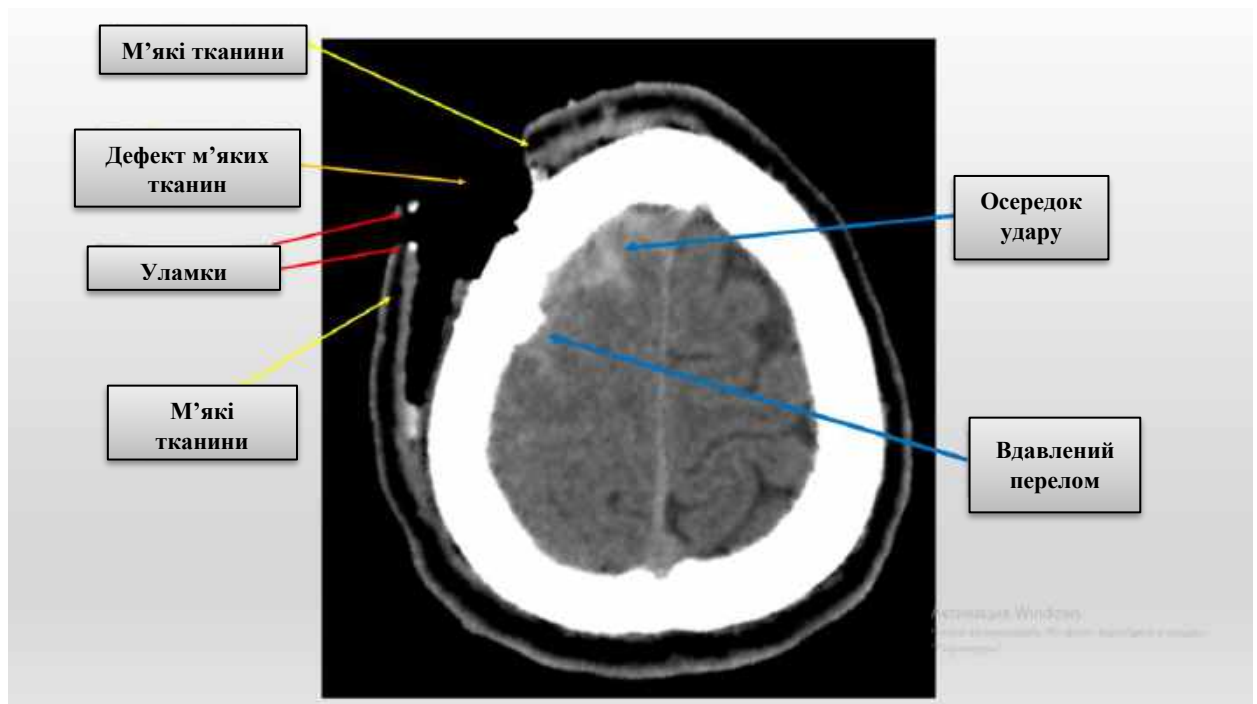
КТ-аксіальний скан пораненого з вогнепальним непроникаючим багатоуламковим дотичним черепно-мозковим пораненням [54].
